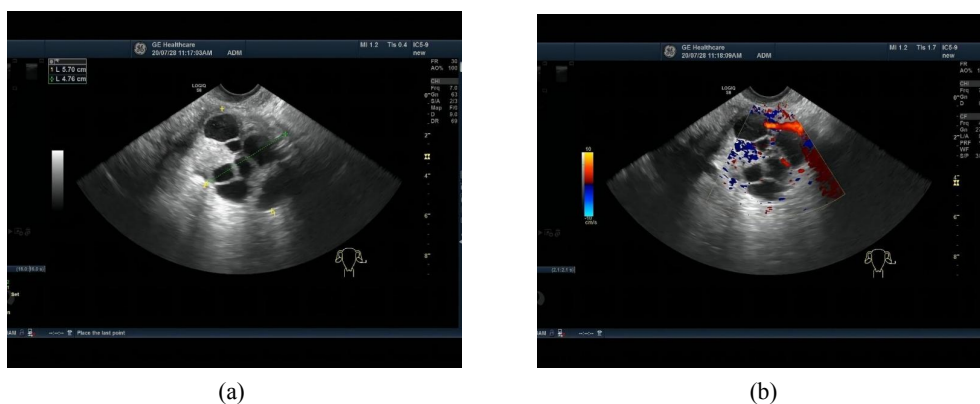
A 56-year-old woman, (a) transvaginal color Doppler ultrasound shows a cystic and solid mass in the pelvis with irregular shape. (b) Color Doppler ultrasound reveals rich blood flow (color score = 4). The lesion was categorized as ovarian-axnexal ultrasound report and data system (O-RADS) 5, gynecological imaging report and data system (GI-RADS) 4 and simple rules malignant. Pathology: ovarian serous carcinoma
